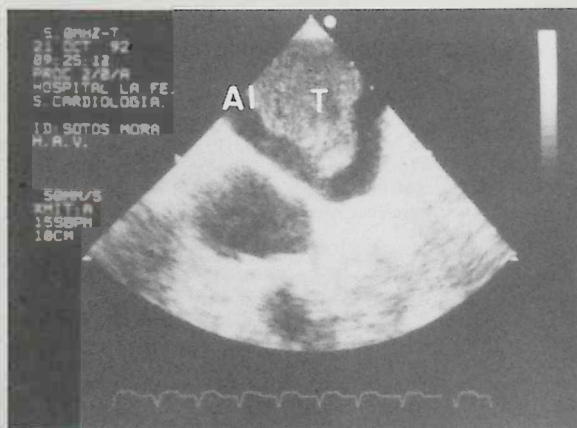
Ecografía transesofágica a nivel de aurícula izquierda (AI) donde se puede ver una masa de textura irregular correspondiente a trombo organizado (T), que ocupa los dos tercios de la AI.
